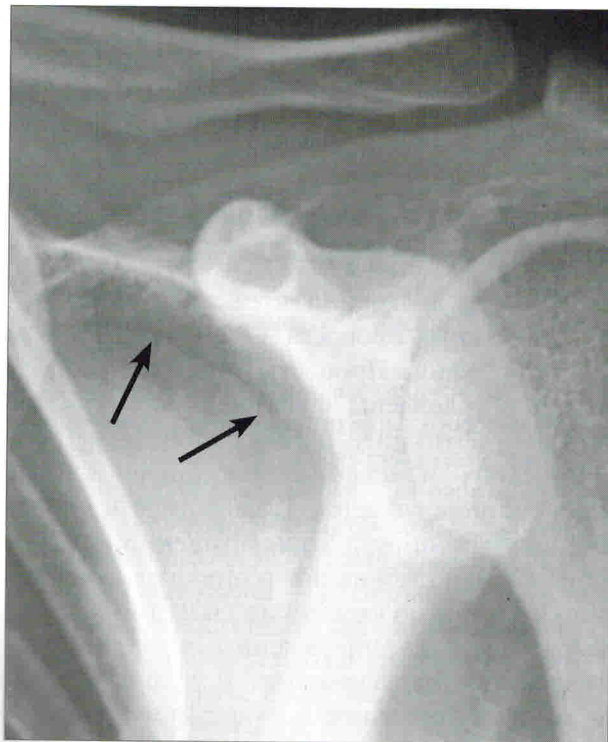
На рентгенограмме левого плечевого сустава в задней проекции определяется неполный дугообразный перелом ости лопатки с переходом на ее латеральный край без существенного смещения отломков
